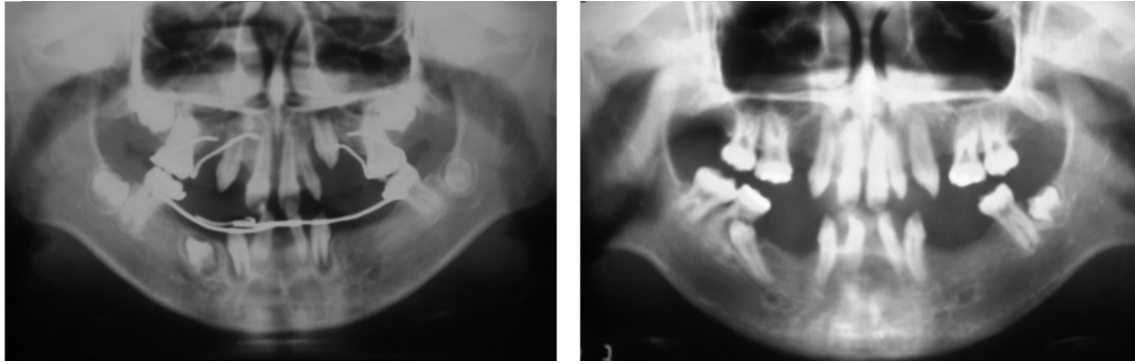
Panoramic radiograph with RSM (January 1995) and root resorption of first molar by erupting first premolar (January 1999).
